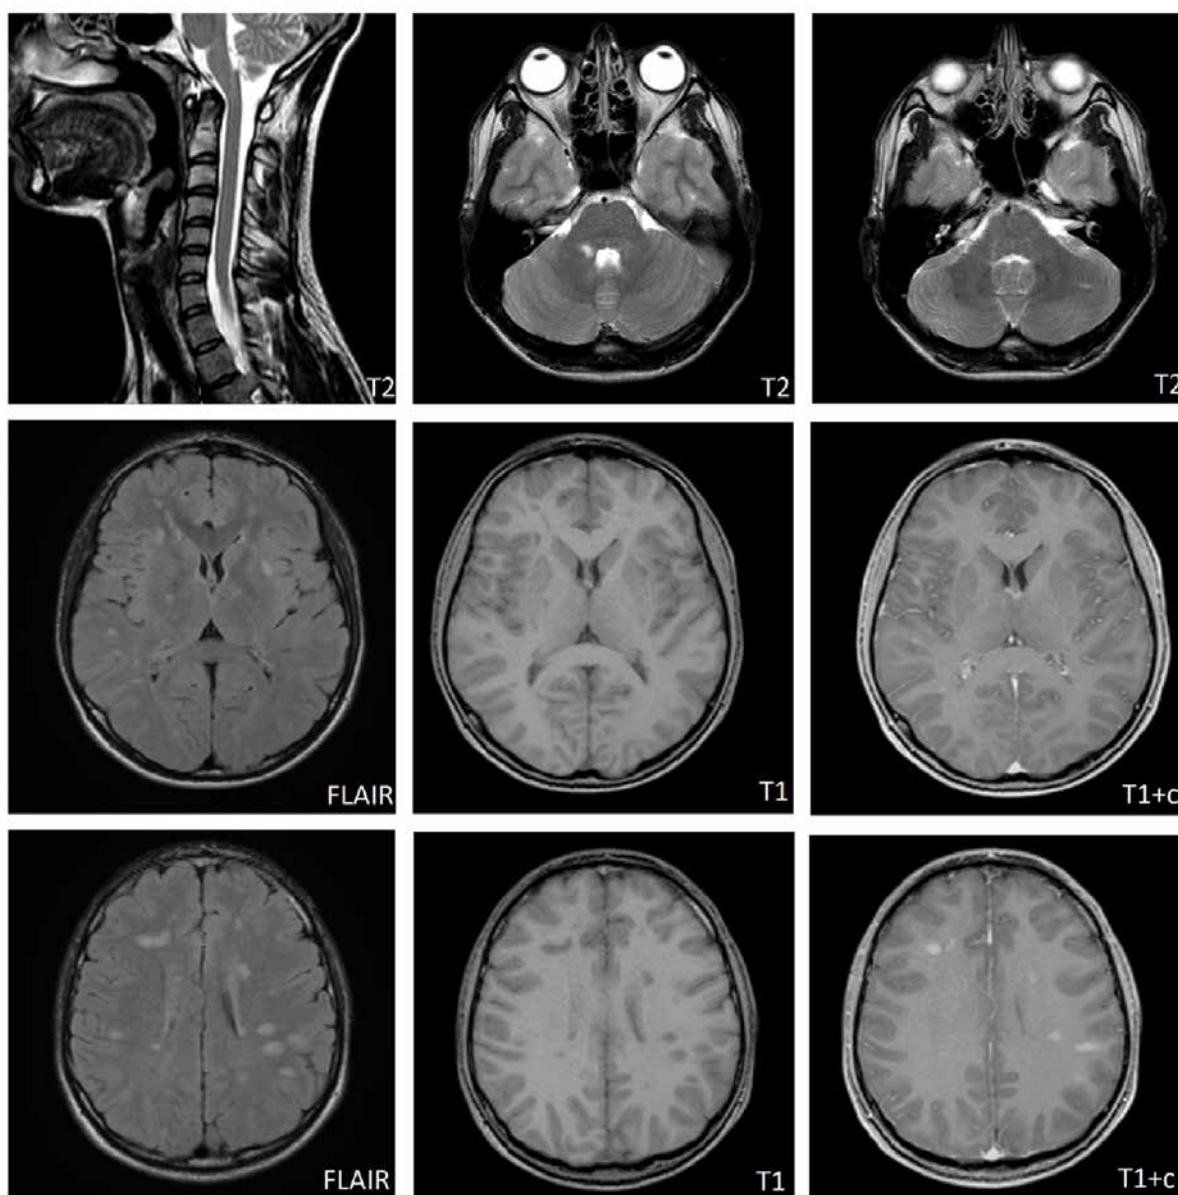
Магнитно-резонансная томография головного мозга пациента А. Пояснения в тексте
